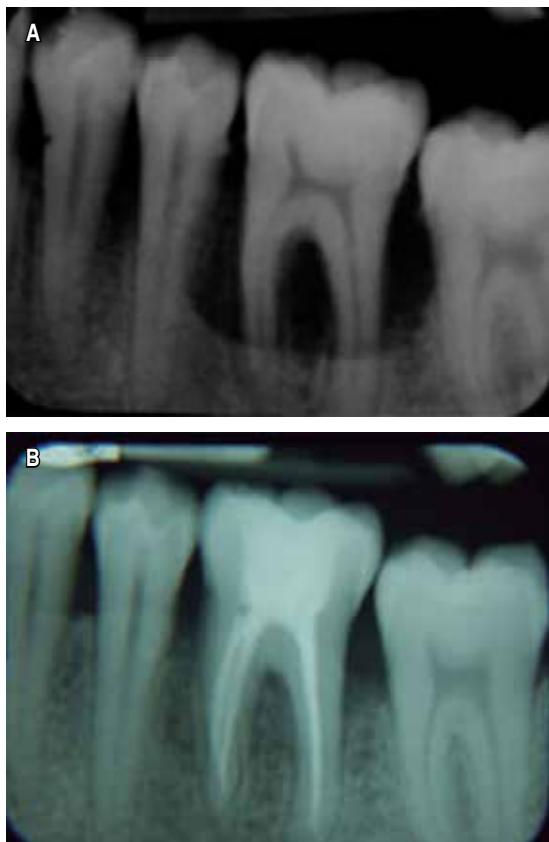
A. Radiografía inicial de órgano dentario #36 antes del tratamiento. B. Radiografía de control tomada seis meses posteriores al tratamiento.
